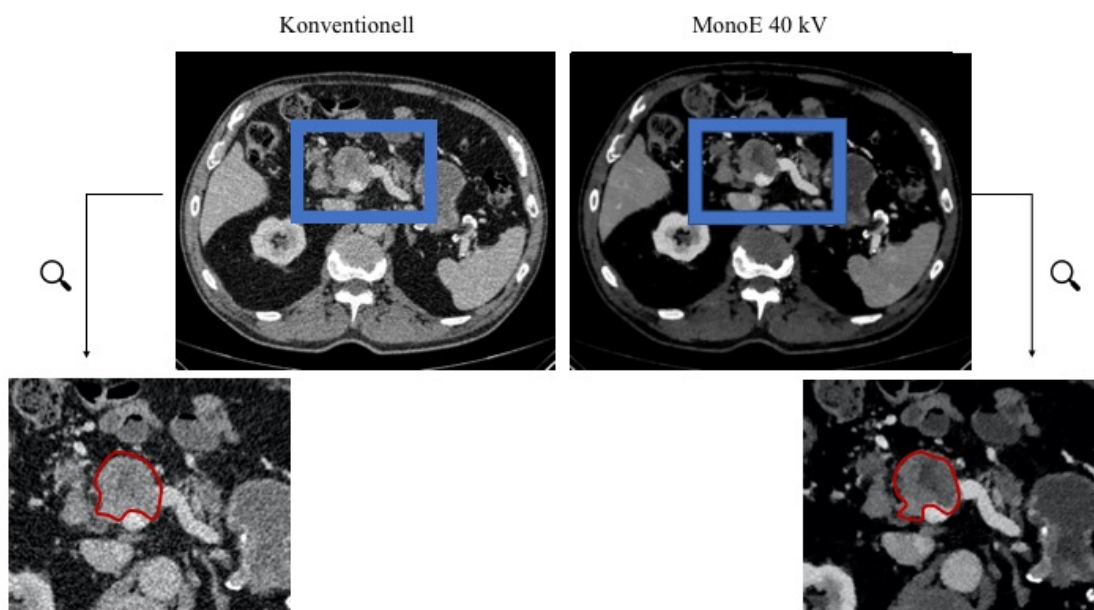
Gegenüberstellung konventioneller und MonoE 40keV CT-Beispielsbilder, die das Pankreas mit Tumor (rot) abbilden.
